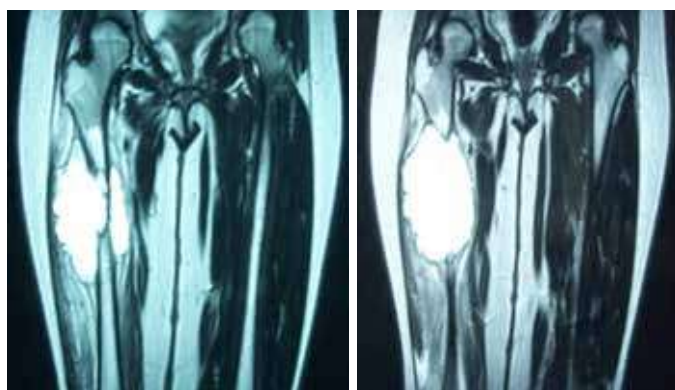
Ressonância Magnética da coxa direita, ponderada em T1, cortes coronais, evidenciando aspecto em mosaico, destruição óssea, com níveis hidrohemáticos multiloculados, do exsudato e transudato com hiperssinal, sem invasão de partes moles.
